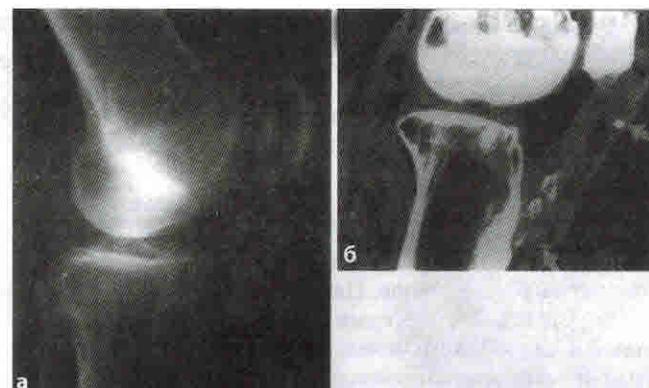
Рентгенограмма левого колена в боковой проекции. Отмечается периостальная реакция в области передней части надколенника. Связка надколенника немного увеличена (а). КТ (то же самое колено), поперечное сечение, реконструкция в сагittalной плоскости. Выявлено затемнение в области связки надколенника и в месте ее прикрепления к большеберцовой кости. Две подкожные сумки (стрелки) содержат округлые образования (б).
